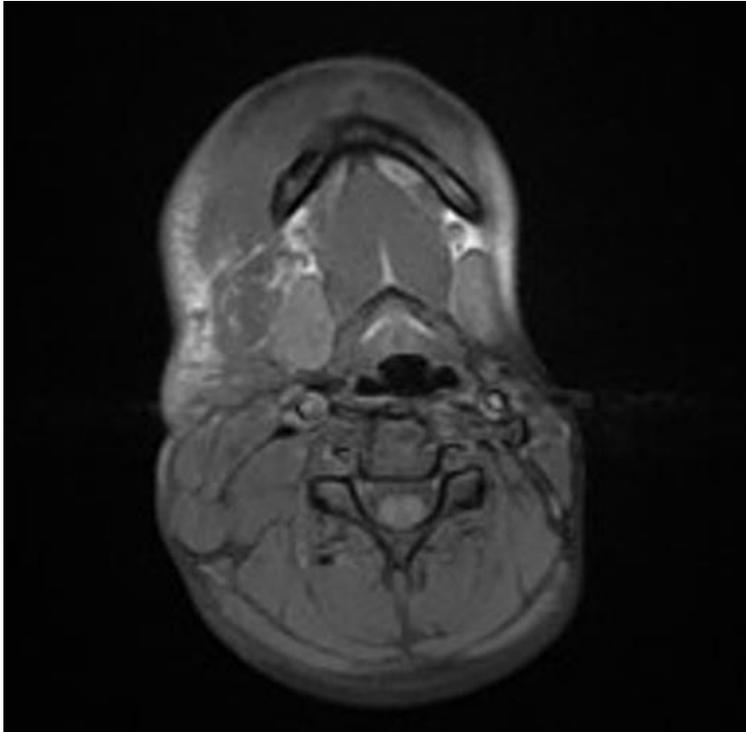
IRM cervicale,coupe coronale en séquence pondérée T1 après injection de gadolinium: la masse est rehaussée fortement après injection de gadolinium
